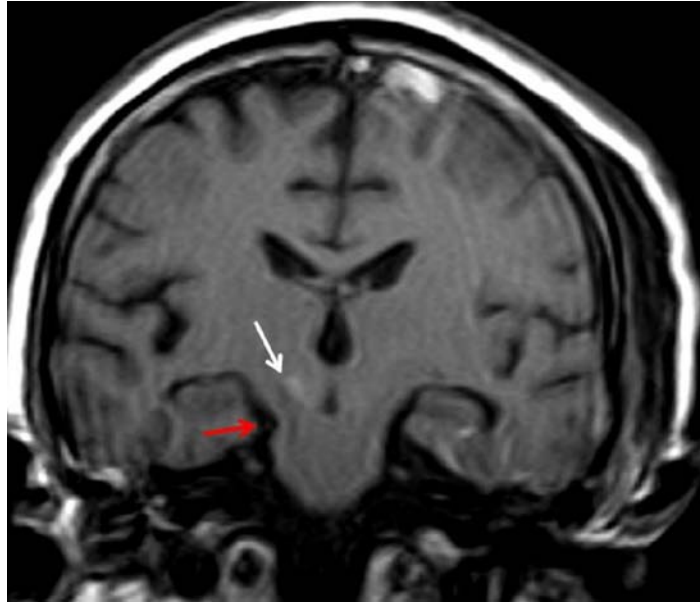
IRM cérébrale en coupe coronale en séquence pondérée T1 chez un patient porteur d'un HSDA gauche. Il existe un hyposignal au niveau du pédoncule cérébral droit (flèche blanche) et sa relation avec la tente du cervelet (flèche rouge) [97]
